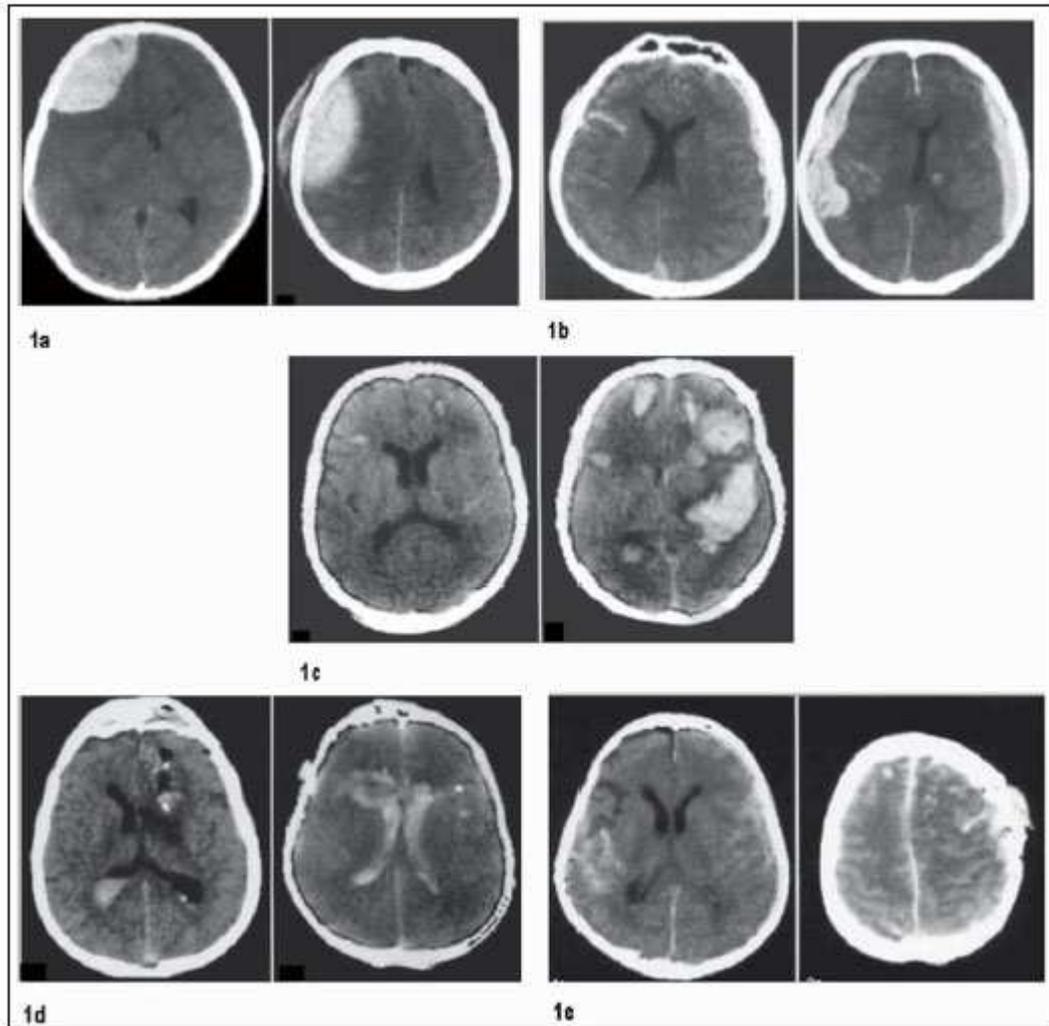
imágenes características de las lesiones hiperdensas de alto volumen mas frecuentemente observables en la Tomografía Axial.
